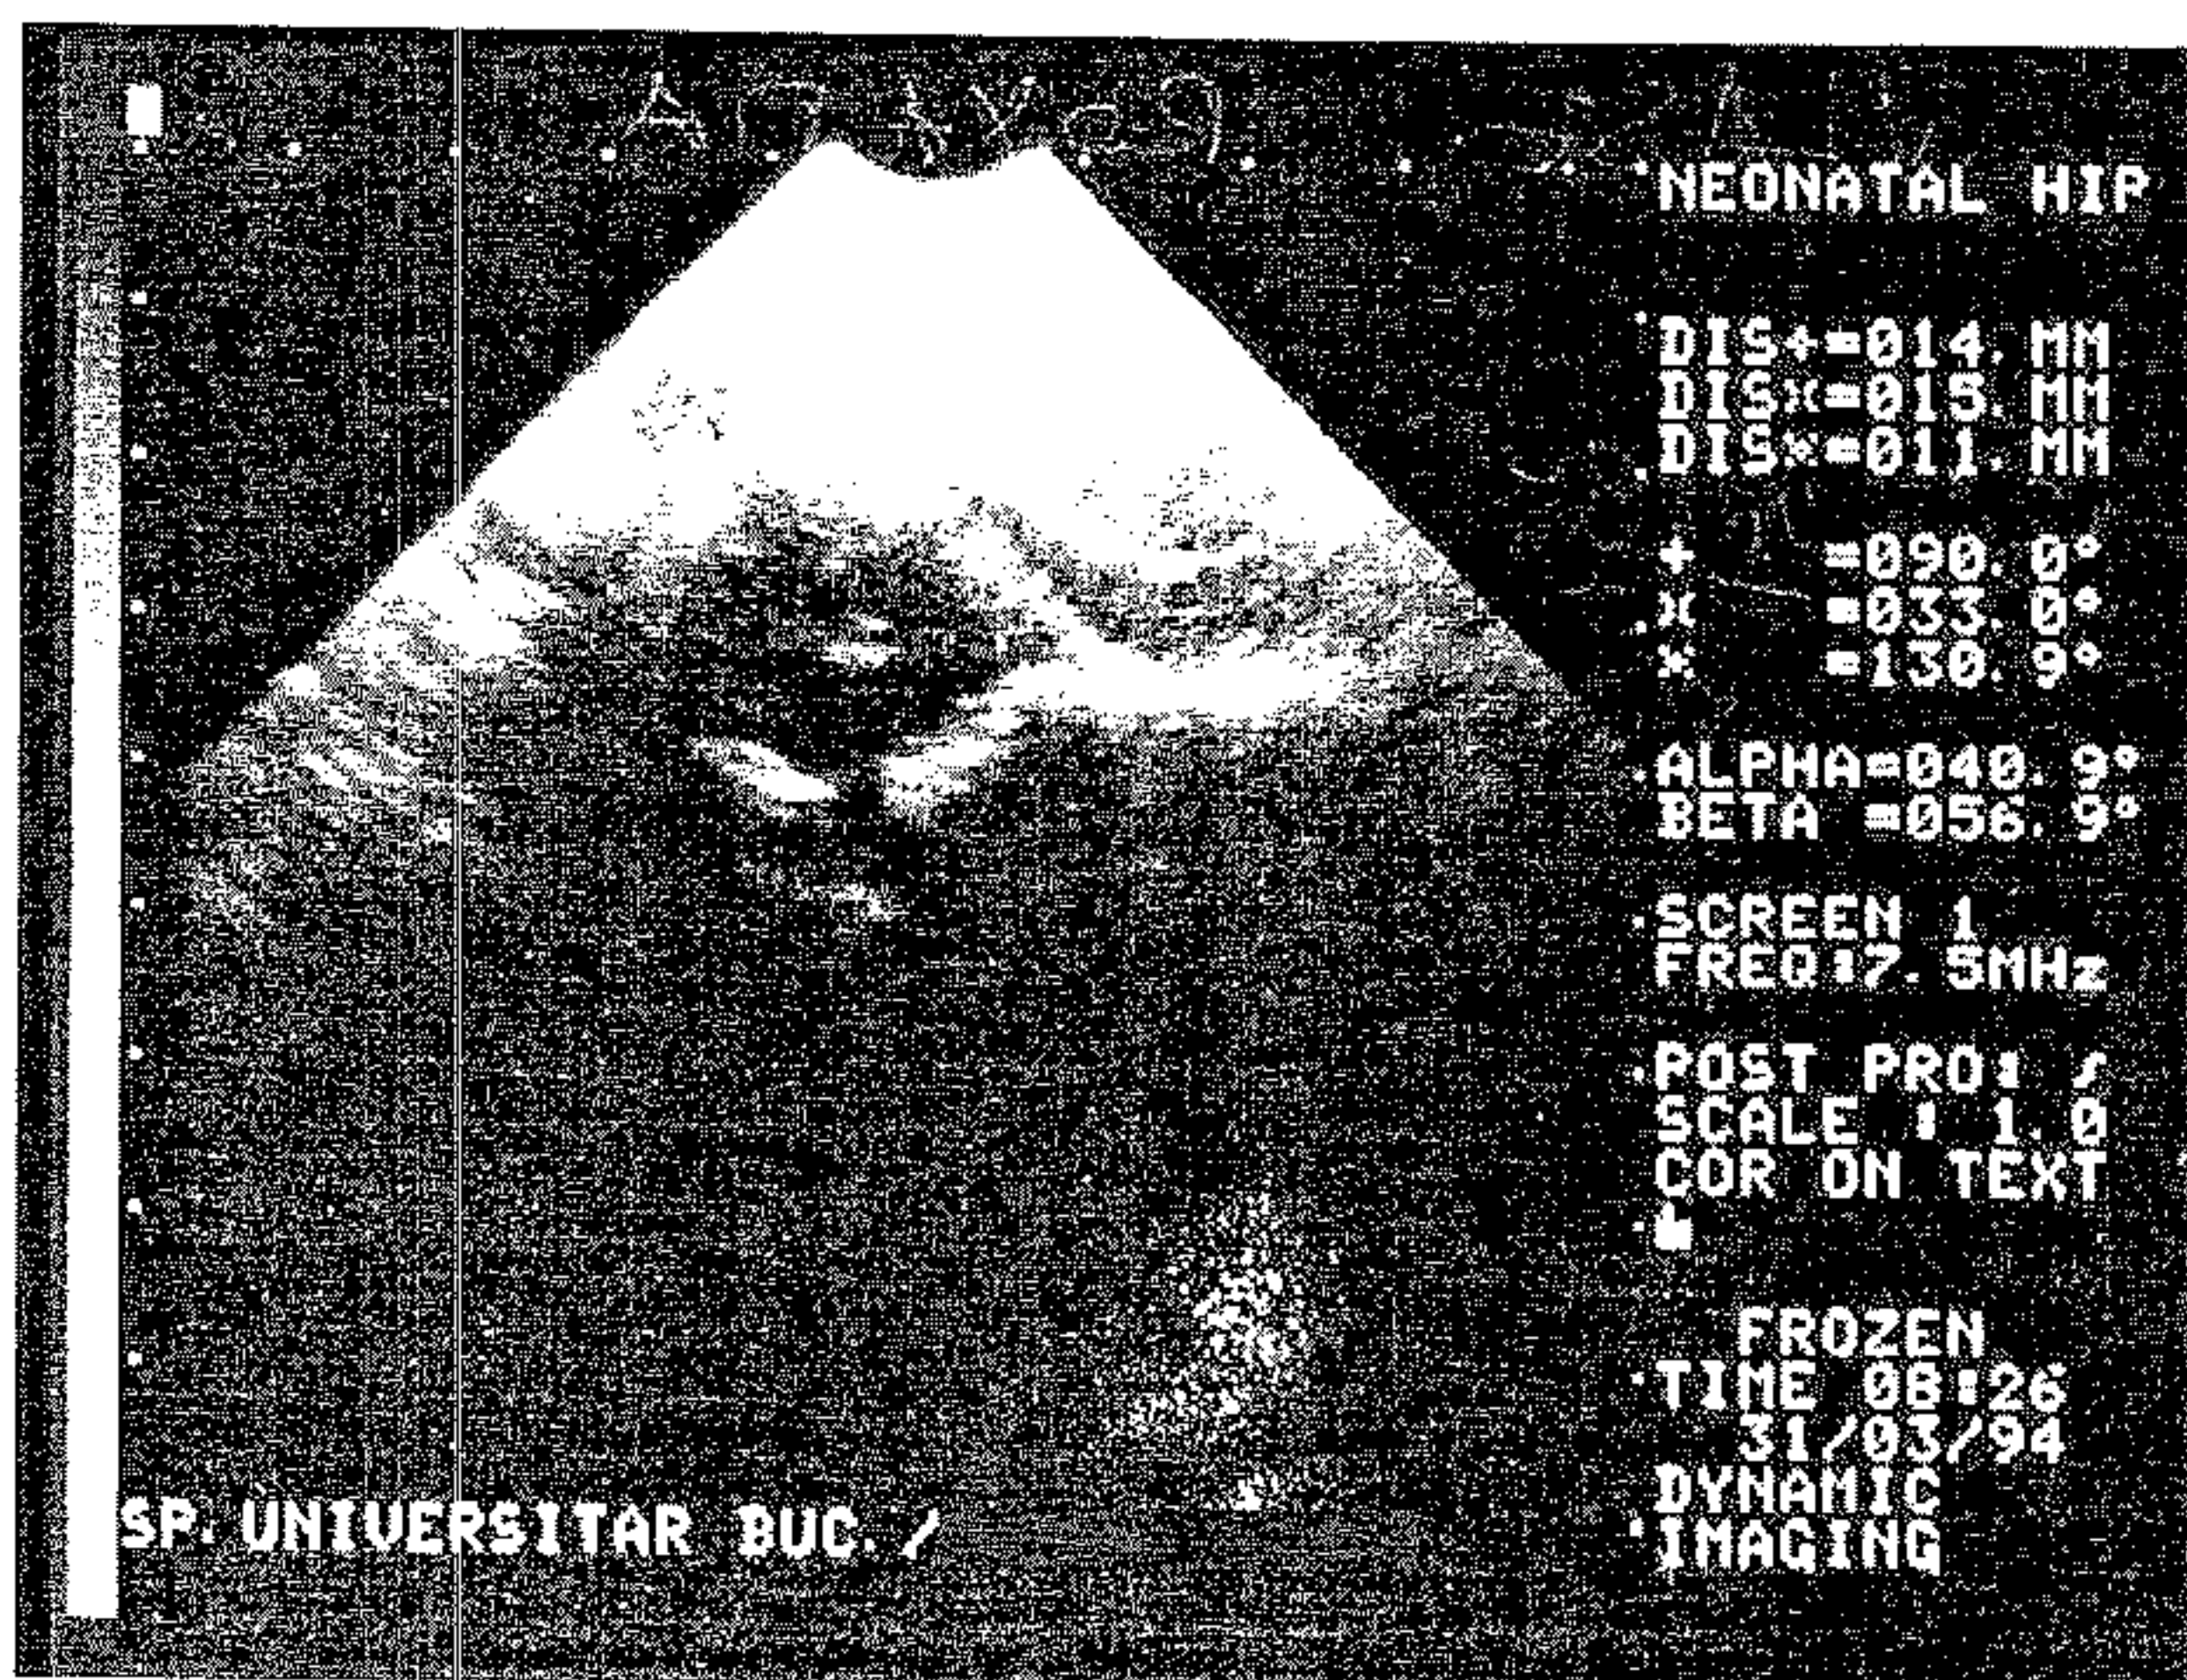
Ecografie șold displazic.
